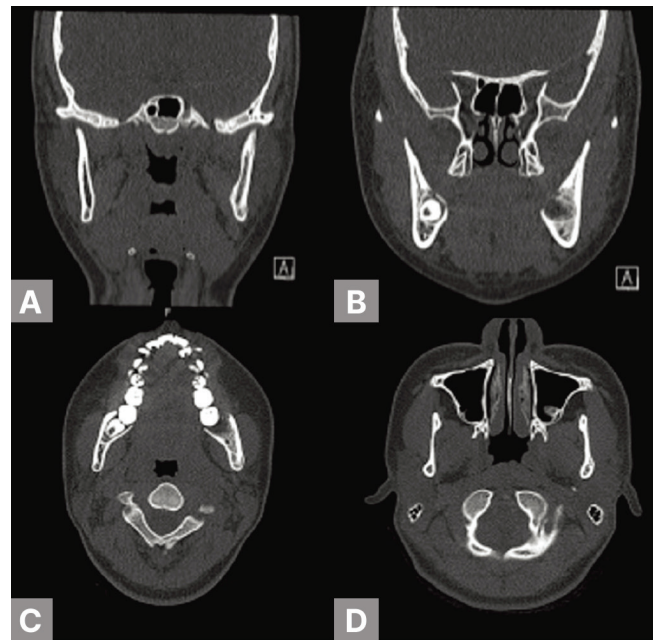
Facial computed tomographic images at 6 months after pamidronate treatment. A-D. Coronal and axial views show no residual periosteal reaction or cortical bone destruction, with a cortical bone lining and a normal trabecular bone pattern.
